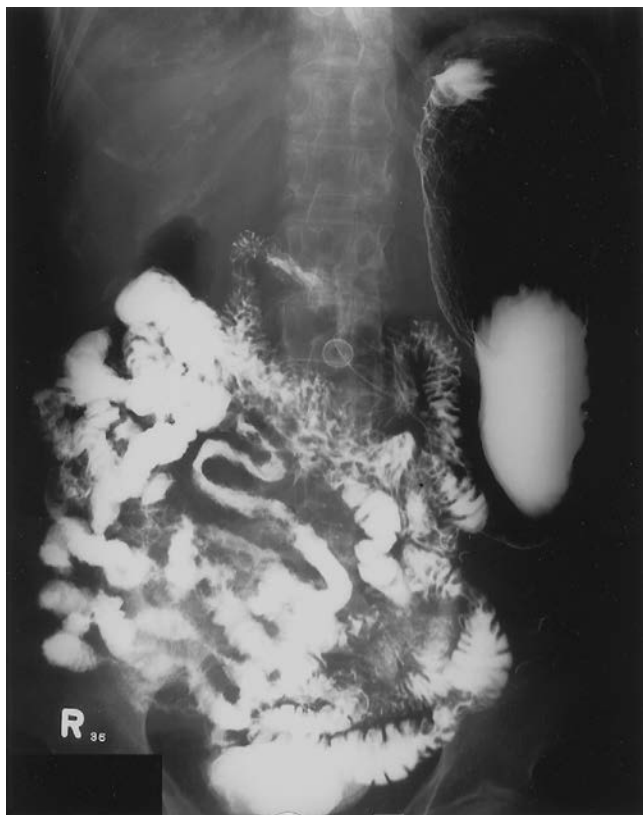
Enteritis por radiación. Esta radiografía con contraste muestra asas de intestino delgado separadas ampliamente con estenosis luminal, pérdida de los pliegues mucosos y ulceración. Este paciente recibió radioterapia por una neoplasia maligna pélvica ocho años antes de este examen.
